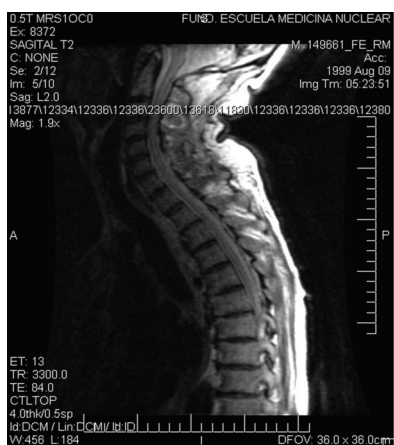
Resonancia Magnética Nuclear de control.
